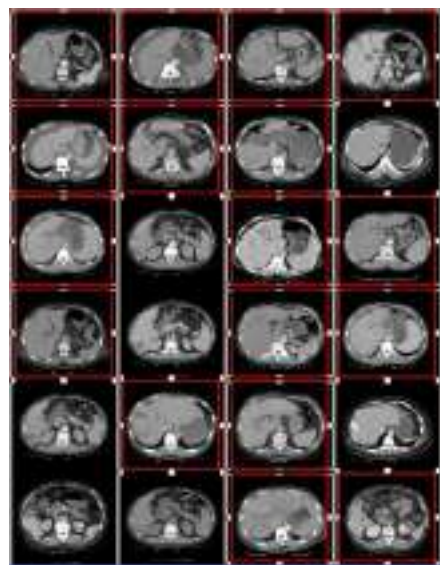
结合 Gabor 小波全局特征和局部纹理灰度特征的肝癌 CT 图像的检索结果
